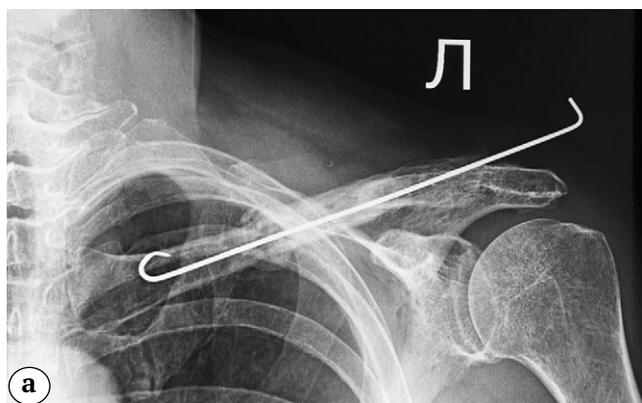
Рентгенограммы ключицы после демонтажа акромиальной опоры (а) и окончательного этапа лечения (б)
